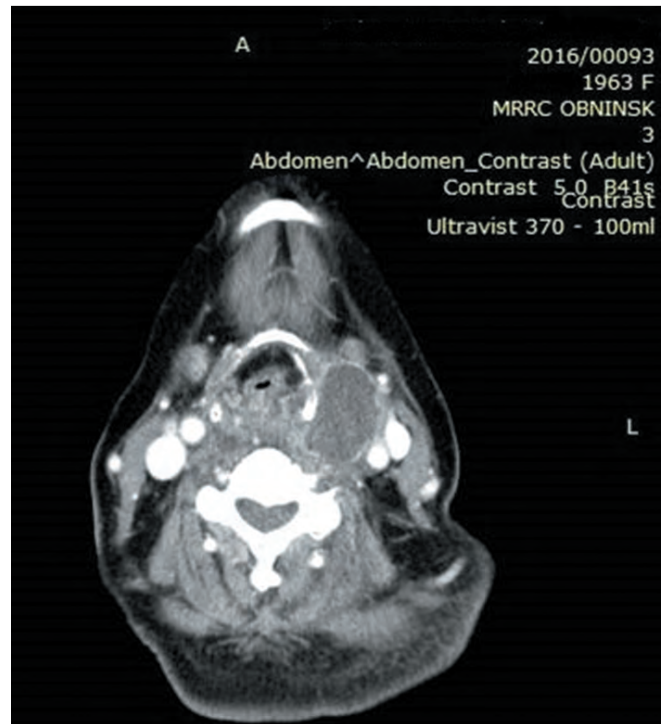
Patient S., female, 53 years old. Diagnosis: papillary thyroid cancer; TNM (UICC, 2002): pT3mN1aM0, clinical stage III (UICC, 2002). State on 20.01.2016 after right hemithyroidectomy. Spiral CT of the neck shows a neck tumor on the left of soft tissue density, non-homogenous structure, deforming the oropharyngeal lumen and laryngeal vestibule and bearing down on the left esophageal wall and trachea
